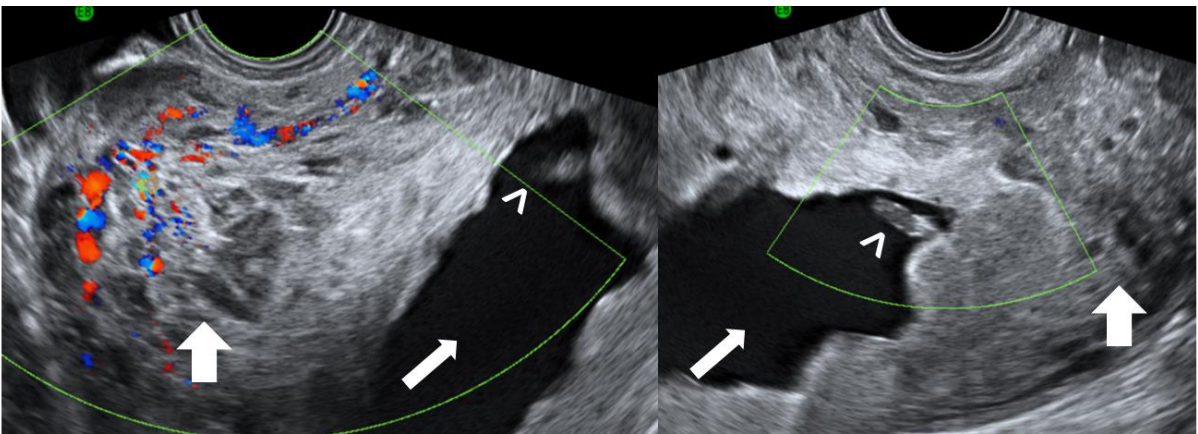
MHP en mujer de 26 años cursando embarazo 10.5 semanas, valor inicial de hCG- β de 83.604 mUI/mL. Saco gestacional excéntrico de bordes irregulares (flecha delgada), esbozo embrionario de 7.1 mm sin vitalidad (puntas de flecha) y masa heterogénea con cambios quísticos y escasa vascularidad (flecha gruesa patrón de “queso suizo”). Servicio de Ultrasonografía INPer.
